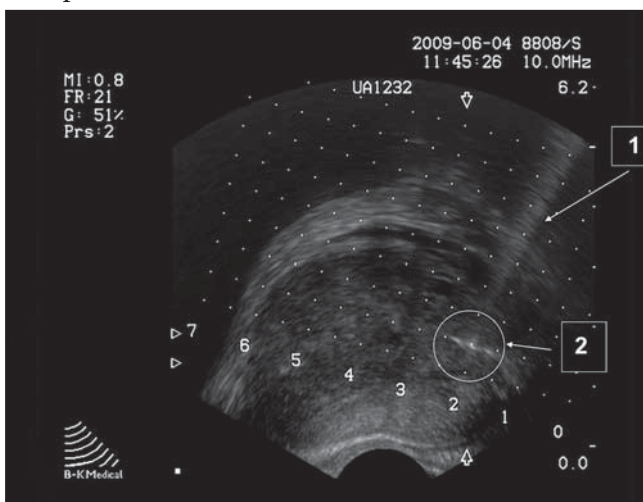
Проведение пункционной иглы в ткань предстательной железы трансперинеально под ТРУЗИ контролем: 1 – УЗ-трасса иглы в ткани предстательной железы; 2 – очаг патологических изменений в ткани предстательной железы.
